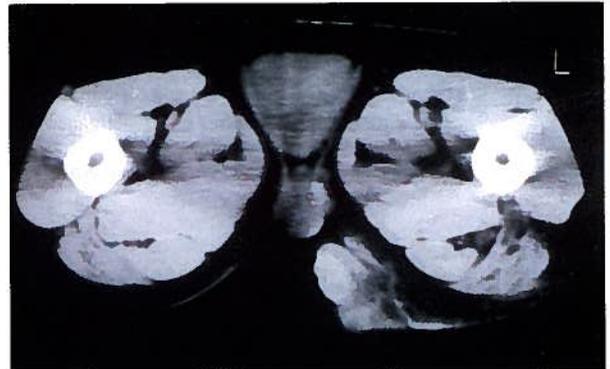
Tomografia Axial Computorizada pélvica - Imagem correspondente aos nódulos
